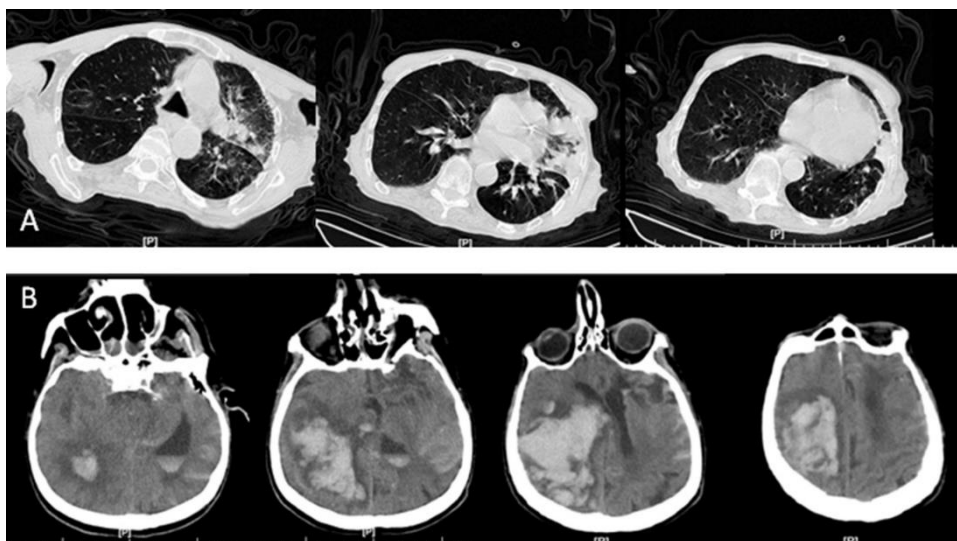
A: TC torácica en el que se ven opacidades en vidrio esmerilado en los segmentos lateral y anteromedial del lóbulo inferior izquierdo. B: TC cerebral con hemorragia masiva intracerebral, intraventricular y subaracnoidea (Sharifi-Razavi, et al., 2020).
